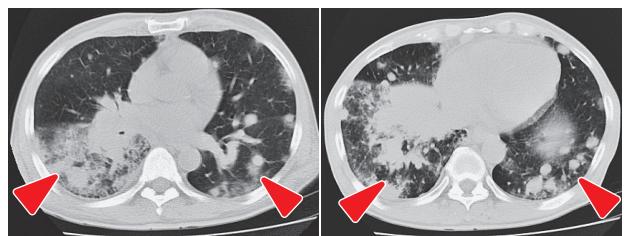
入院時の胸部CT. 右下葉の腫瘍周囲のスリガラス影および両側下葉の腫瘍影に増大傾向を認める（矢頭）。
